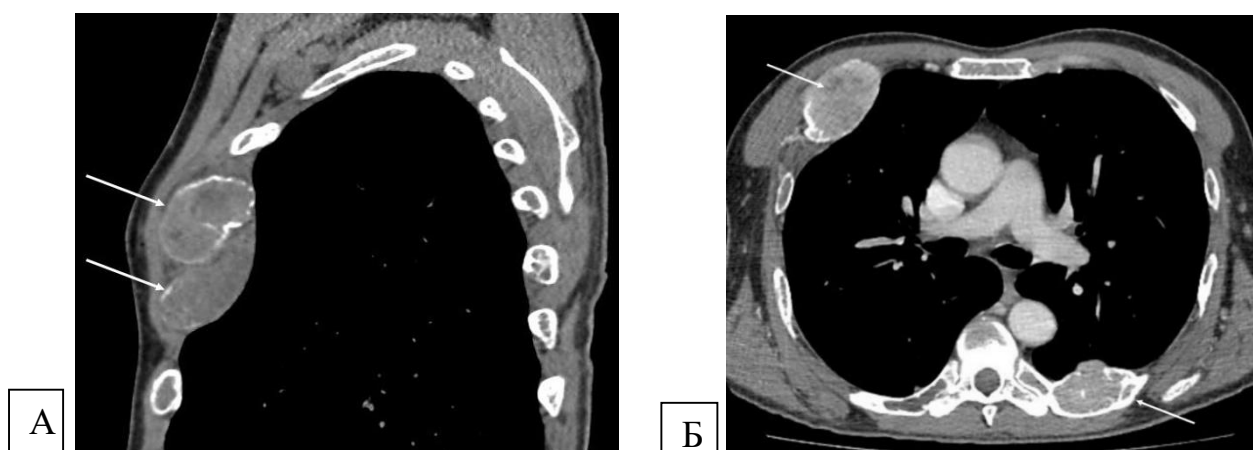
А* – томограмма грудной клетки (аксиальный срез); *Б* – томограмма грудной клетки (сагиттальный срез). (Больной Е., 41 год, и/б №182557.)
